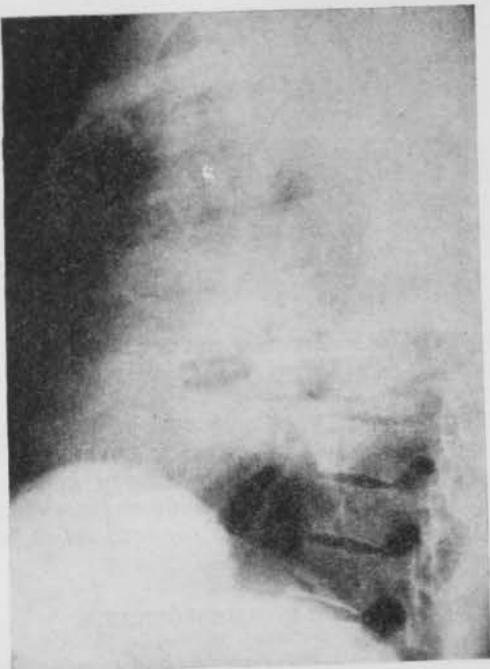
El mismo caso en proyección lateral. Radiografía de la misma fecha.
